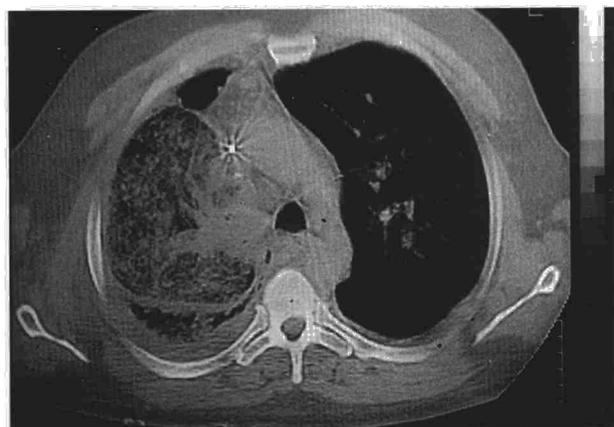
La TC demuestra la opacificación del lóbulo superior derecho por un infiltrado alveolo-intersticial, con broncograma aéreo y engrosamiento septal. La cisura mayor se encuentra desplazada en sentido posterior y caudal. Se observa un engrosamiento pleural afectando a todo el hemitórax derecho.
